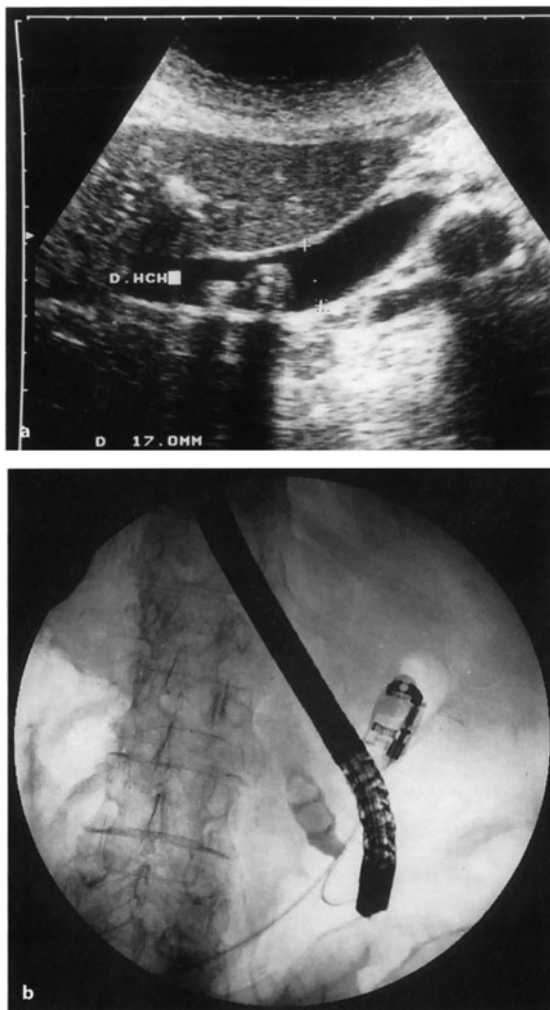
Cholezystolithiasis. a Sonographischer Befund: im verbreiterten Ductus hepatocholedochus (17 mm) 2 Konkreme mit dorsaler Schallauslöschung; b Bestätigung durch die ERCP. (Freundlicherweise zur Verfügung gestellt von Herrn Prof. Dr. W. Heldwein, Medizinische Klinik, Klinikum der Universität München, Standort Innenstadt)
